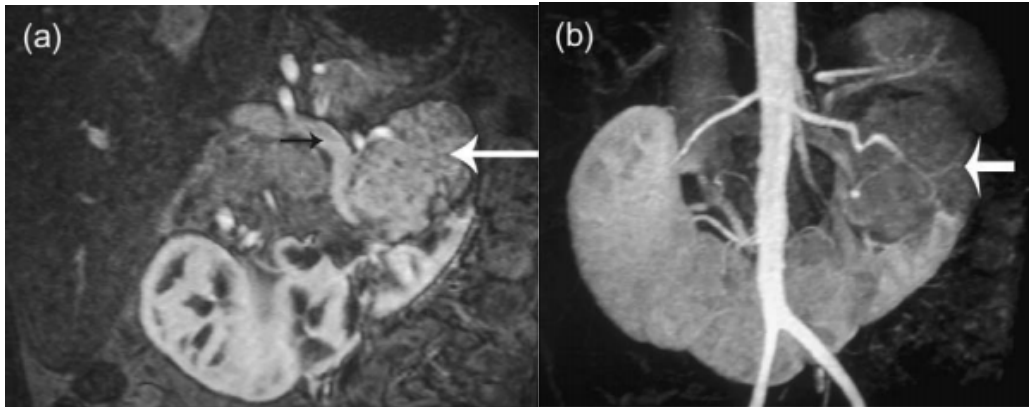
Coupes d'IRM montrant une tumeur sur un RFC
